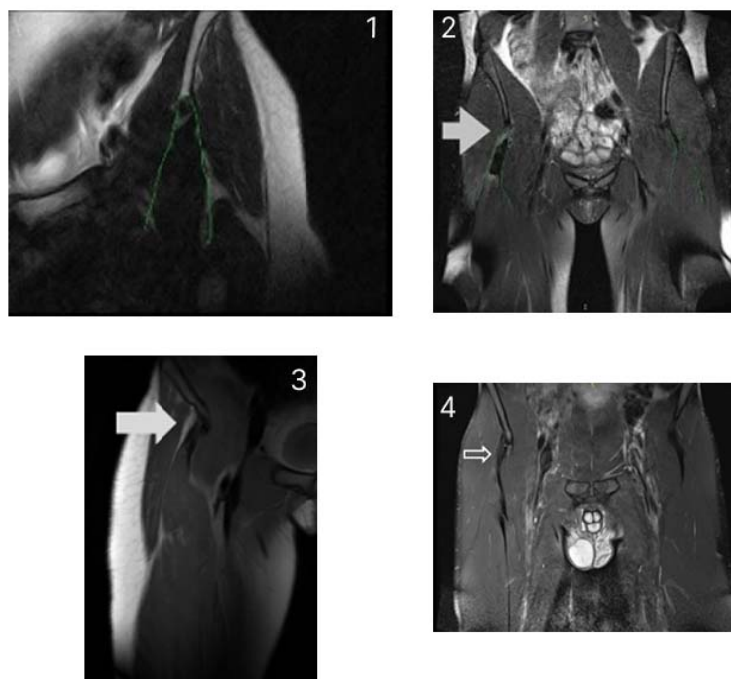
Клинический случай 1 – МРТ, T2, фронтальная плоскость. МР-картина через 10 месяцев с момента операции. Клинический случай 2 – МРТ, T2, фронтальная плоскость. МР-картина перестройки трансплантата (стрелка) через 3 месяца с момента операции. Клинический случай 3 – МРТ, T2, фронтальная плоскость. Картина перестройки ауто трансплантата (стрелка) через 6 месяцев после операции. Клинический случай 4 – МРТ, T2, фронтальная плоскость. Картина перестройки ауто трансплантата (стрелка) через 4 месяца после операции
